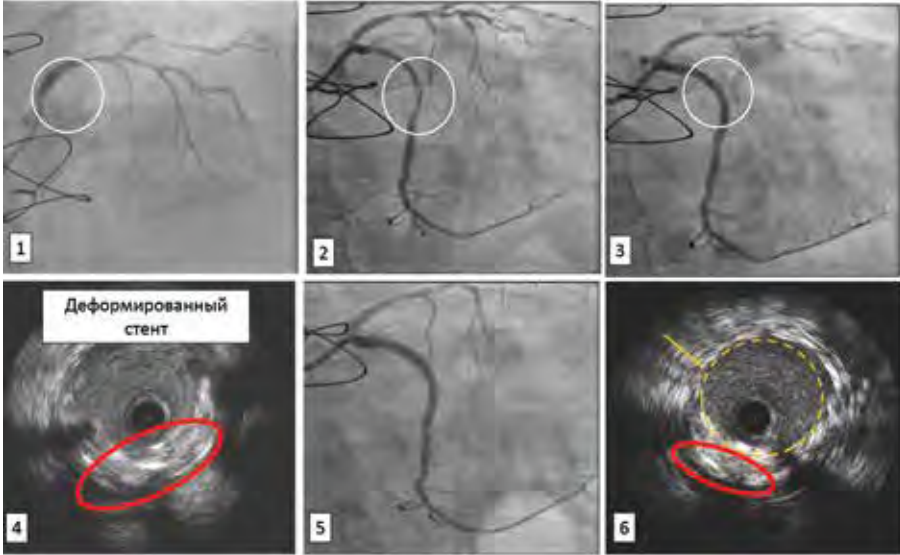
Клинический случай острого тромбоза стента вследствие его мальаппозиции. Пациент был госпитализирован с инфарктом миокарда с подъемом сегмента ST. При ангиографии выявлена тромботическая окклюзия стента в огибающей артерии, установленного в плановом порядке за 3 дня до развития инфаркта (1, 2). После стентирования места тромбоза огибающей артерии проксимальнее установленного стента отмечается просветление (диссекция? тромбоз?) (3). Для решения вопроса о дальнейшей тактике пациенту выполнено ВСУЗИ, при котором обнаружена выраженная мальаппозиция ранее установленного стента (стент не соответствовал сосуду по диаметру, балки стента не прилегали к стенке сосуда) и его деформация (интракоронарный проводник прошел через ячейки стента, и стент был деформирован во время баллонной дилатации) (4). В месте деформации стента установлен дополнительный стент. Результат ЧКВ: кровоток в артерии восстановлен, признаки диссекции и тромбоза отсутствуют (5). При контрольном ВСУЗИ стент полностью расправлен, мальаппозиция отсутствует, деформированные ячейки стента полностью покрыты и прижаты к стенке сосуда (6)
